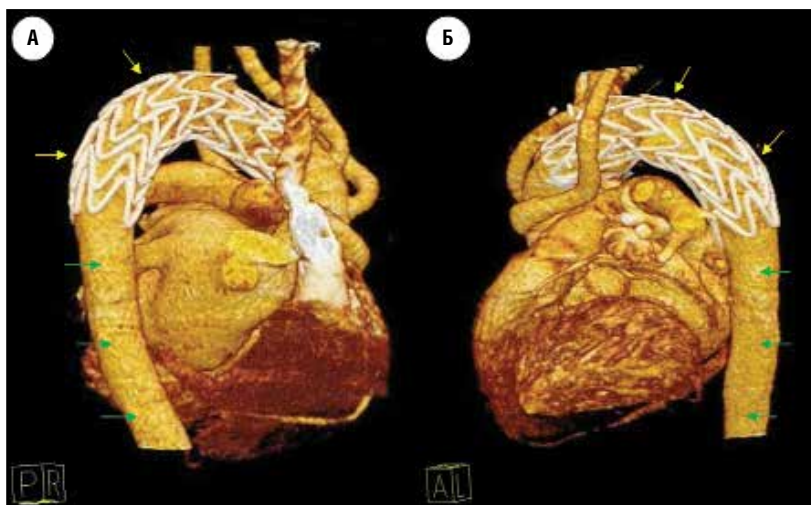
(а, б). МСКТ того же пациента через 12 месяцев после имплантации эндографта (желтая стрелка). Ложный канал тромбирован как в зоне стент-графта, так и дистальнее. На всем протяжении аорты определяется истинный канал (зеленая стрелка).
